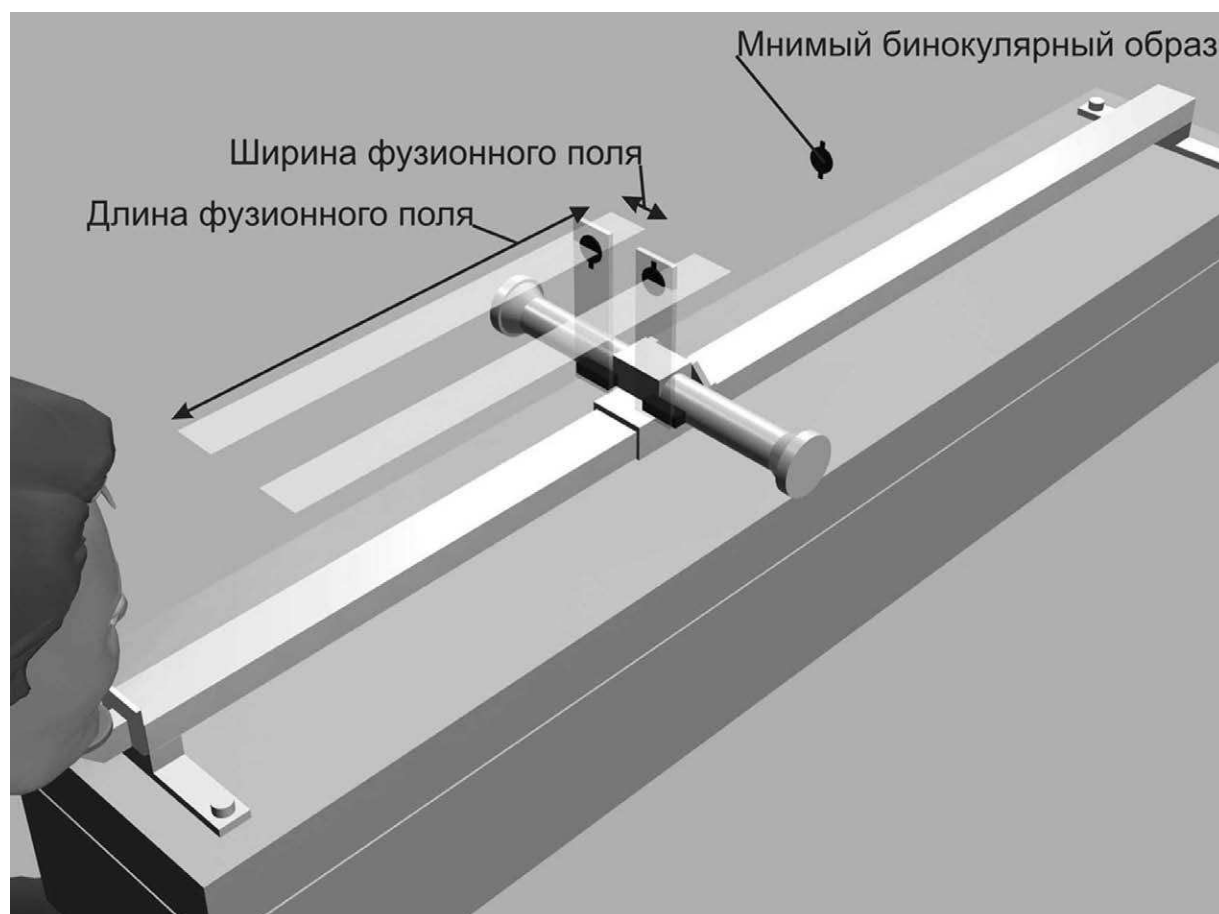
Определение ширины и длины условного фузионного поля при бинариметрии.
